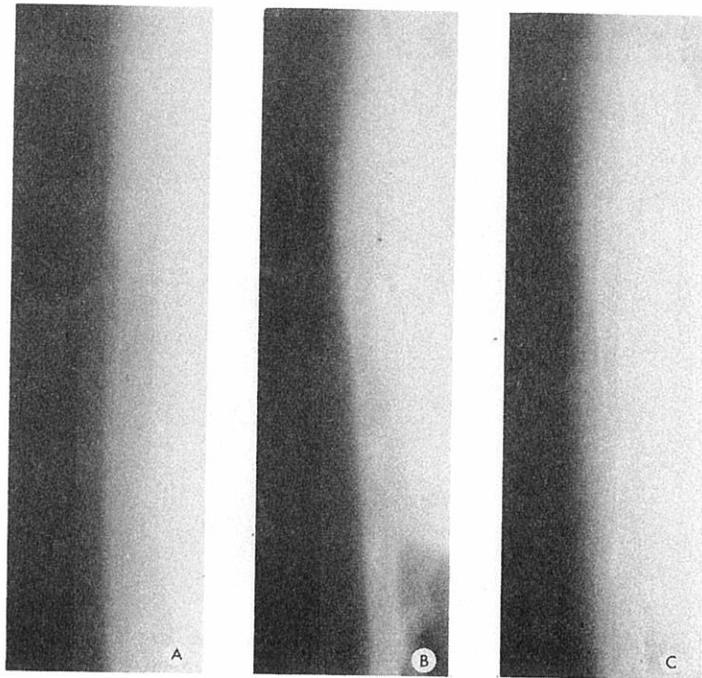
Case No. [redacted]. A) Normal preoperative lateral roentgenogram (May 1965); B) Ossification with trabeculae in scar on lateral roentgenogram (June 1967); C) No interval change on lateral roentgenograms 6 years later (July 1973)
